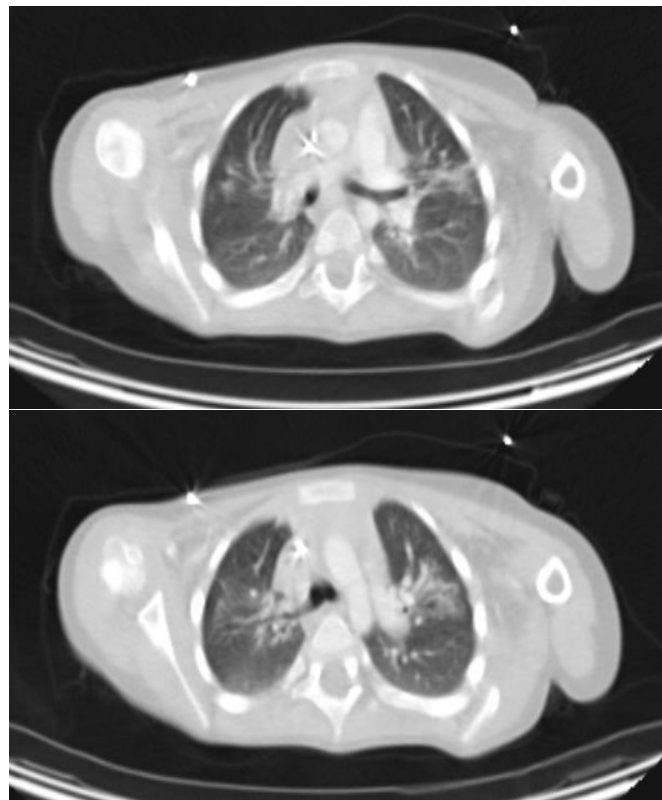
Компьютерная томография легких. Изменения по типу матового стекла в верхних отделах легких.
